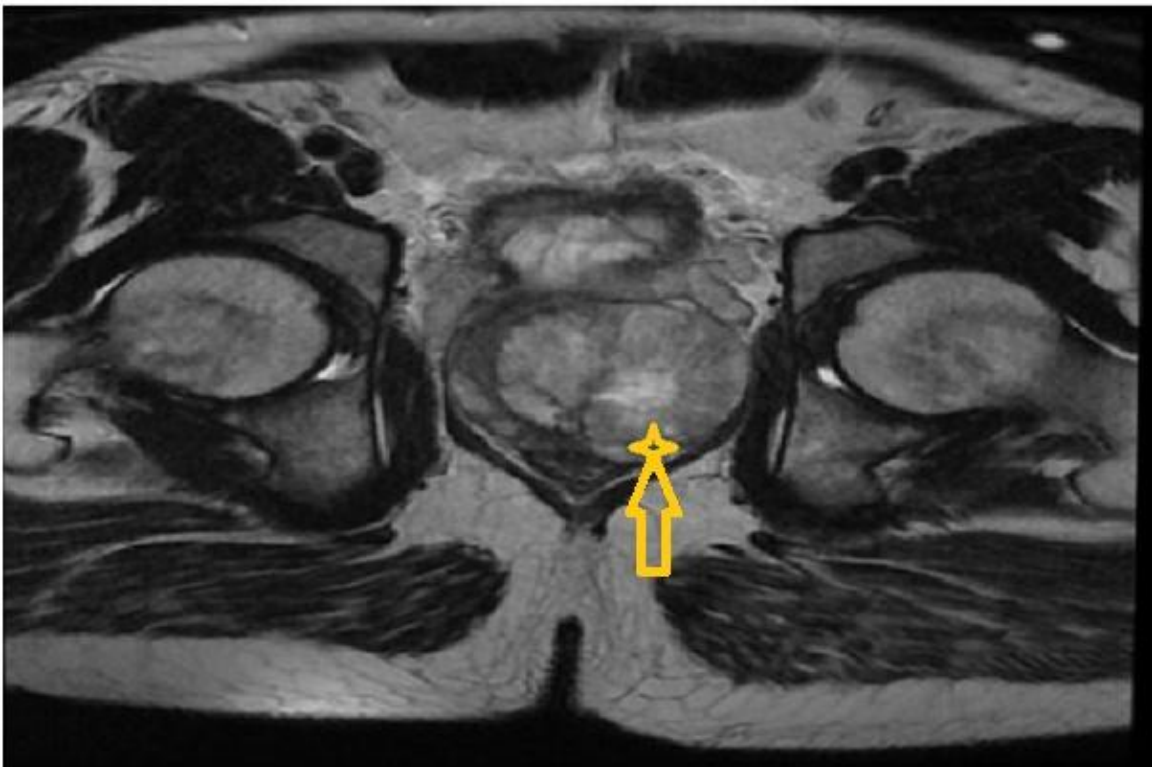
IRM pelvienne , coup transversale montrant la présence d'une masse hétérogène de la prostate avec envahissement de vésicule séminale (flèche)
